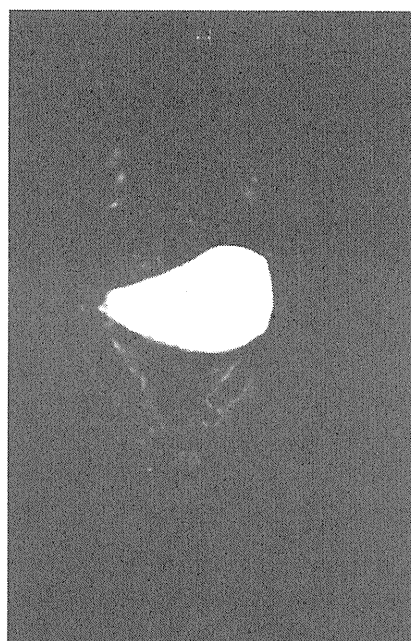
MRI所見：骨盤直腸窩におよぶ痔瘻・膿瘍
